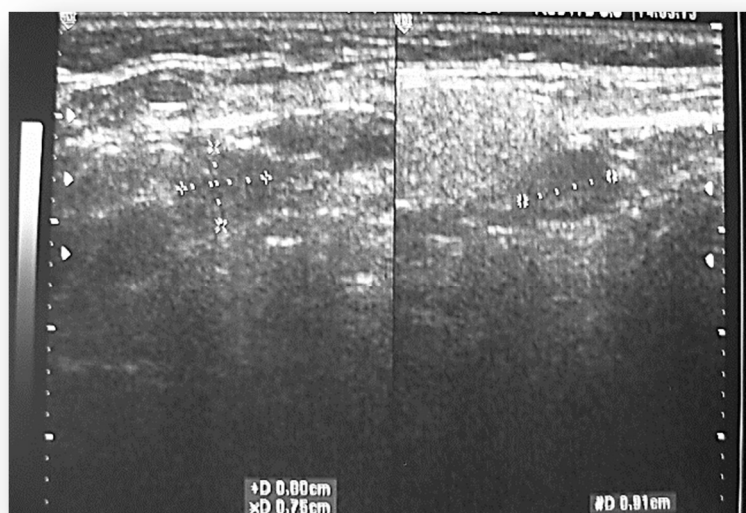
Ecografía: adenopatía donde se mide el diámetro transversal y longitudinal; es redonda.
